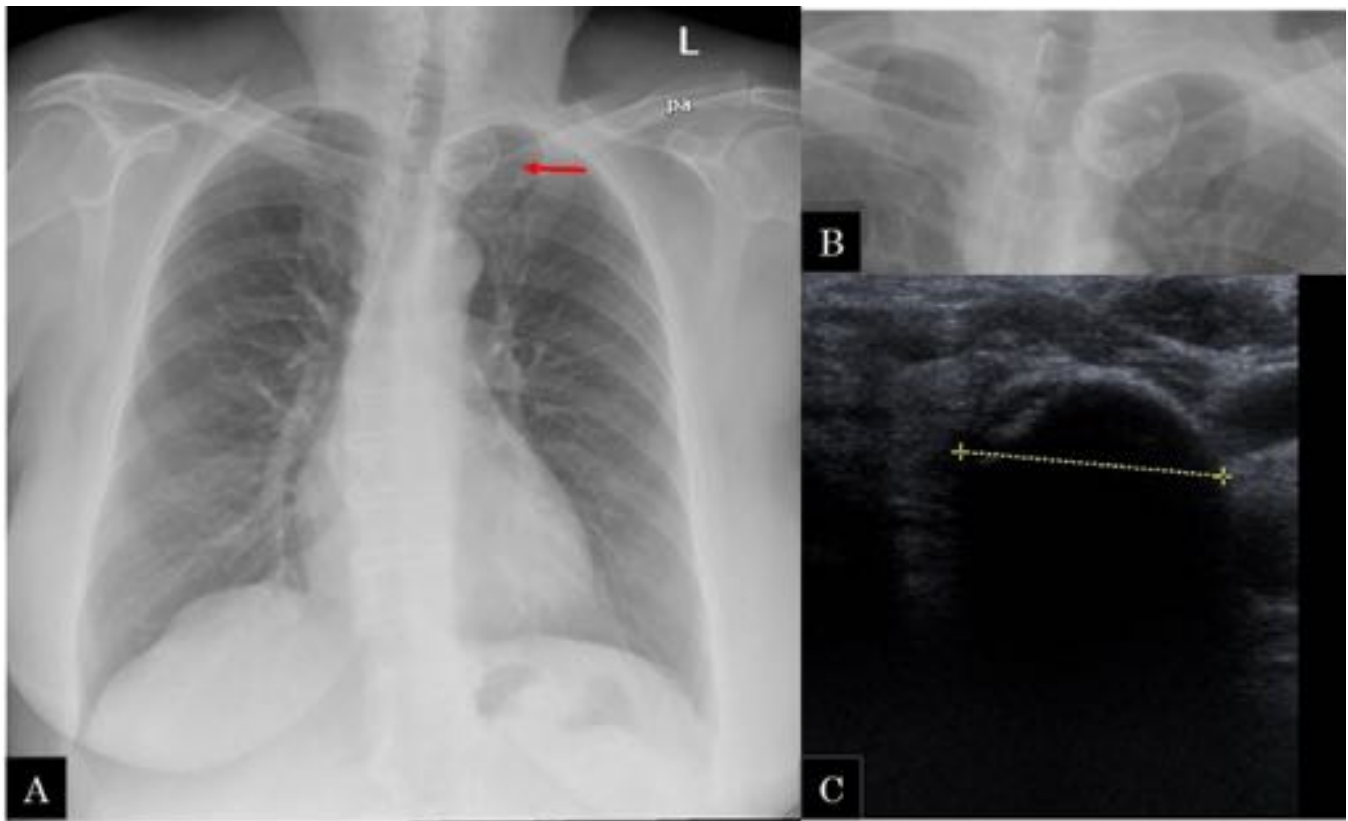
Mujer de 68 años con antecedentes de bocio múltinodular. A y B) RX de tórax PA: a nivel del mediastino superior y paratraqueal izquierdo se identifica un nódulo de 3 cm, contornos bien definidos y calcificación periférica compatible con nódulo tiroideo calcificado C) se realiza ecografía de tiroides en la que se comprueba la existencia de una imagen nodular de morfología redondeada que deja sobra acústica posterior, en relación a calcificación del mismo.
